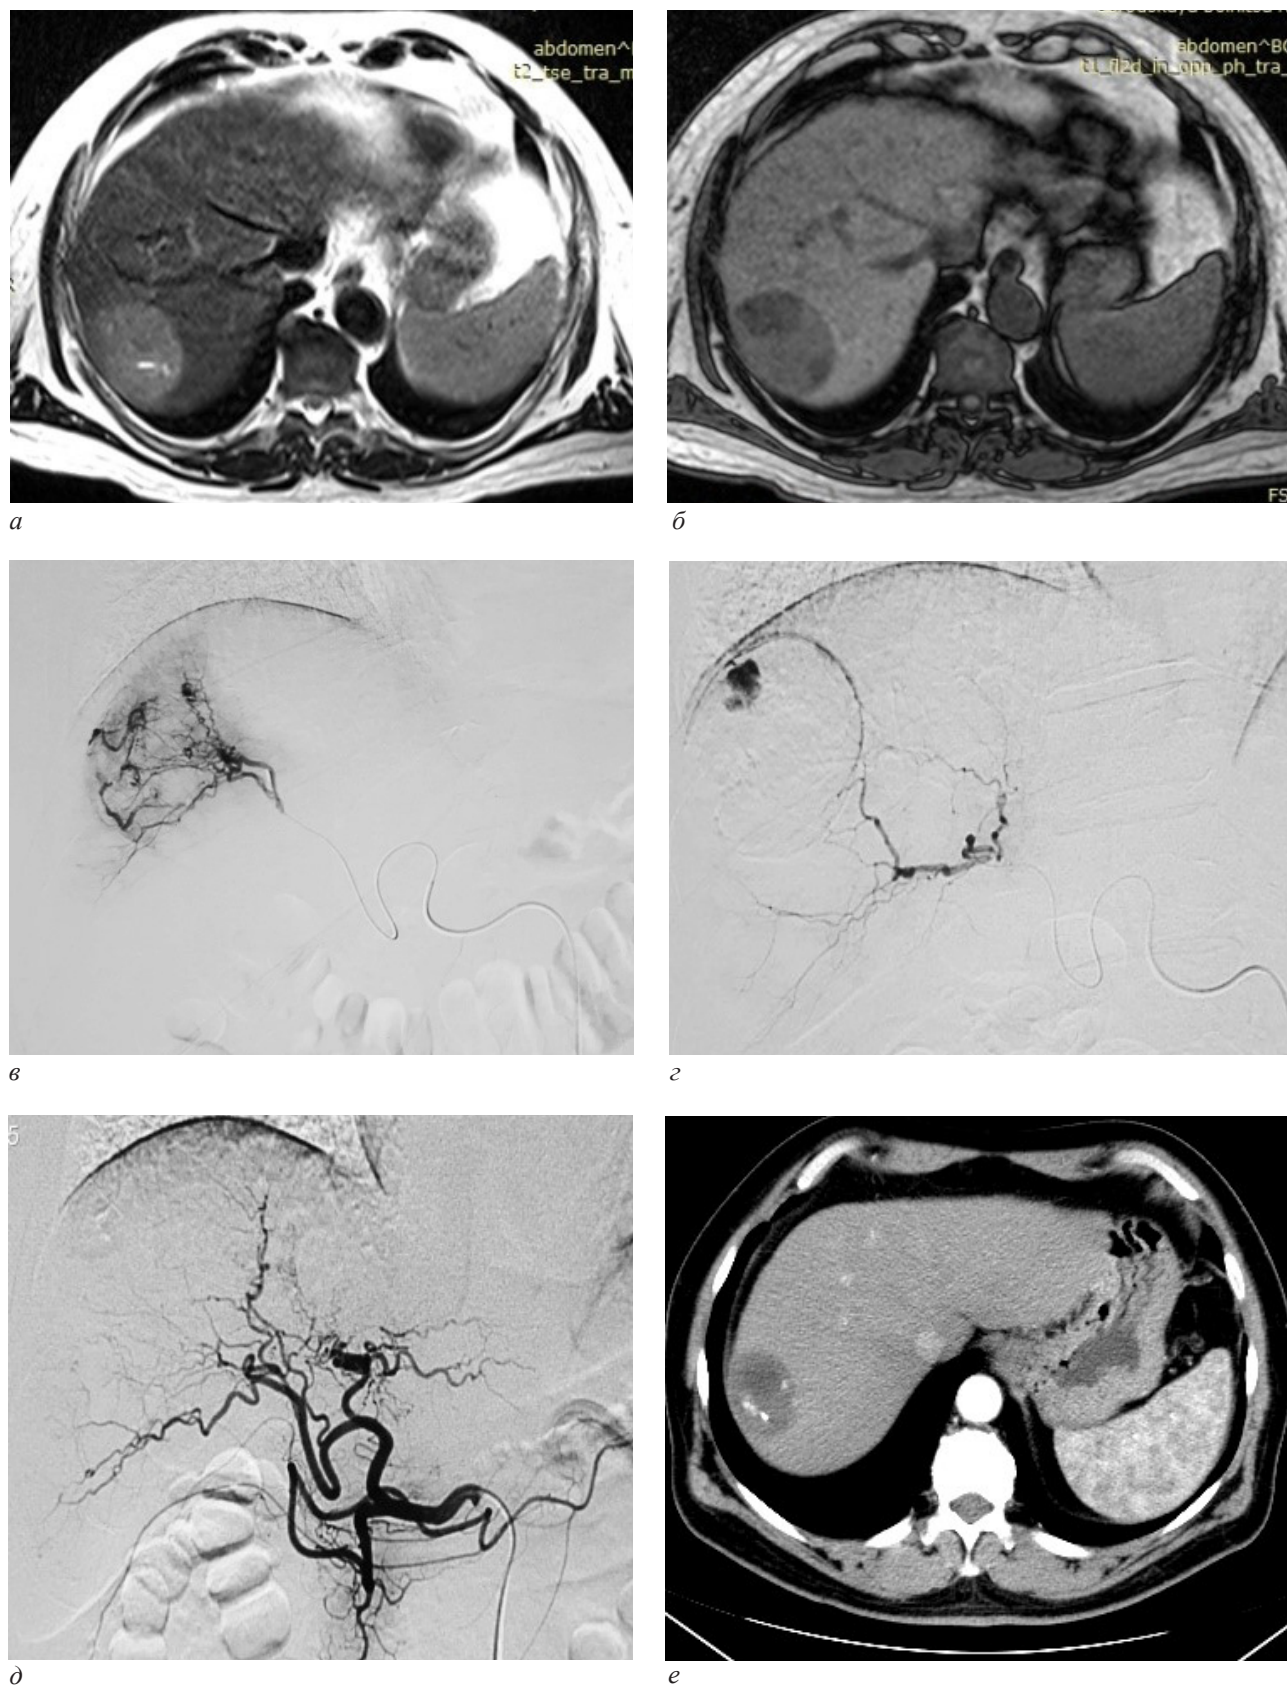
Рентгенограммы пациента с ГЦР: суперселективная ХЭПА с насыщенными микросферами: а, б – магнитно-резонансные томограммы до ХЭПА: очаг ГЦР в правой доле печени; в, г – ангиограммы: суперселективные ХЭПА двух источников кровоснабжения очага ГЦР при помощи микрокатетера и насыщенных Доксорубицином лекарственных сфер (Life Pearl 200 μ m Terumo); д – артериогапатография: окклюзия опухолевых сосудов после ХЭПА, очаг ГЦР не визуализируется; е – компьютерная томограмма через 3 месяца после ХЭПА: некроз очага ГЦР без признаков кровоснабжения (полный ответ по m-Recist)
